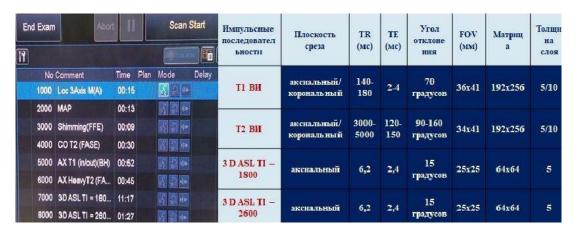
Структура MP-протокола с включением последовательности бесконтрастной ASL-перфузии для пациентов с XБП
